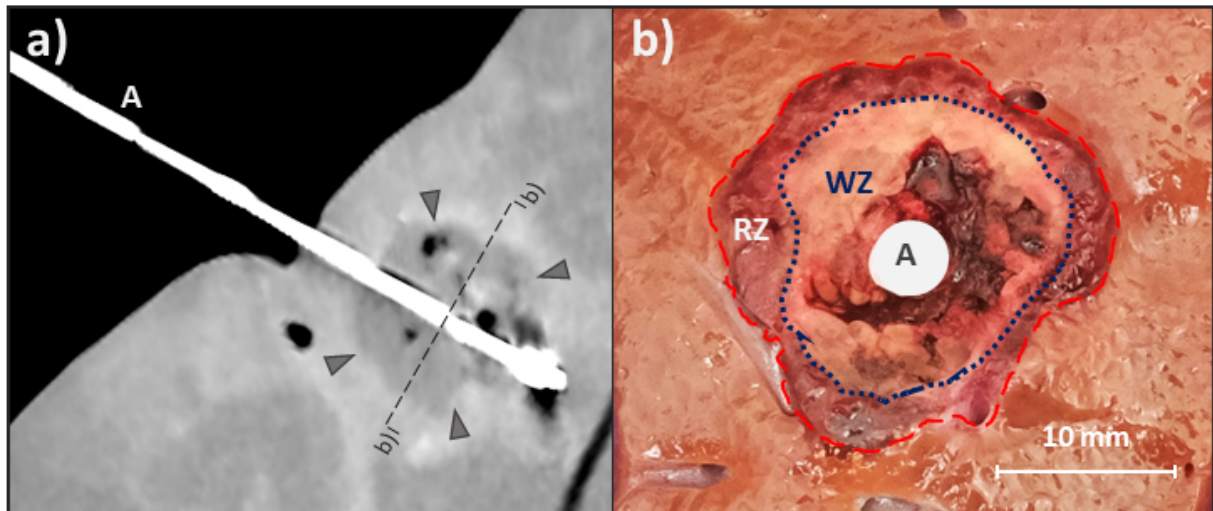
a) Thermoablationen können perkutan, minimalinvasiv oder offen chirurgisch (wie hier dargestellt) angewandt werden. Häufig erfolgt die Platzierung des Applikators (A) CT-gesteuert. b) Makroskopischer Querschnitt einer Ablation mit den typischen Ablationszonen in nativem Lebergewebe. Um den Applikator (A) befindet sich die zentrale White Zone (WZ). In dieser kommt es zu einem unmittelbaren und vollständigen Zelluntergang. Um die White Zone liegt die Red Zone (RZ), in welcher noch vitale Zellen gefunden werden können. Die Red Zone geht in natives Lebergewebe über. [Quelle: Eigene Darstellung]
